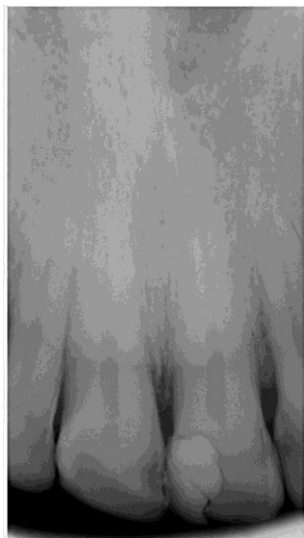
Radiografia Periapical
